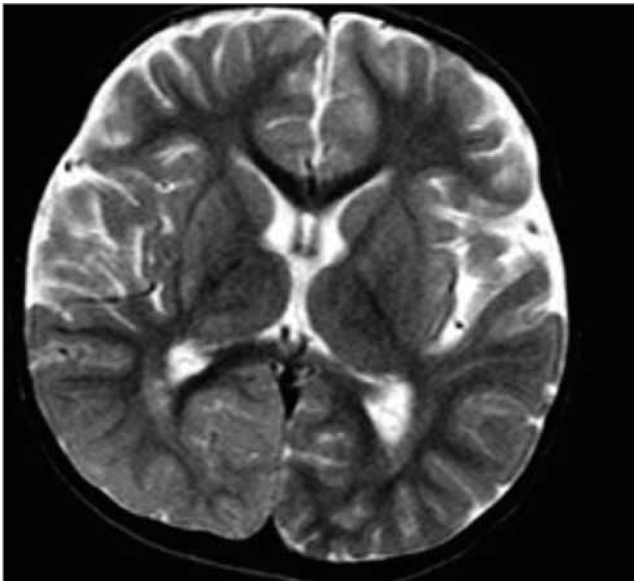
МРТ головного мозку дитини з мутаціями гена POLG. Ознаки атрофічних змін кори та білої речовини правої нижньої тім'яної ділянки як наслідок перенесеного цитотоксичного набряку
